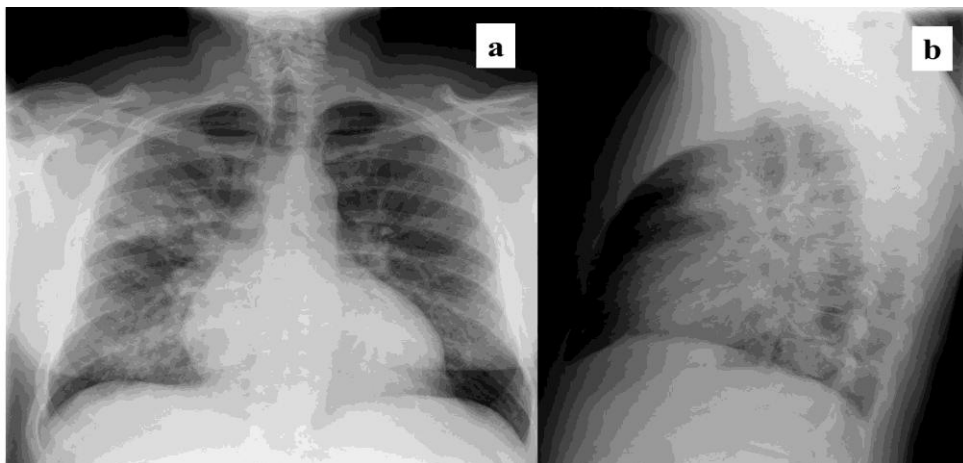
Radiografie torace incidență postero-anterioară (a) și de profil (b).
